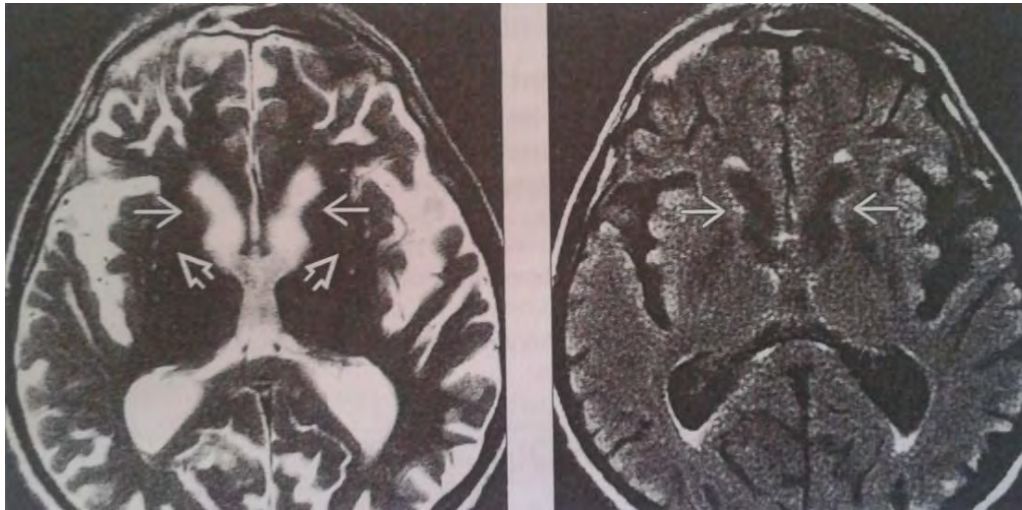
IZQ. Resonancia Magnética que muestra atrofia bilateral del núcleo caudado y del putamen y la atrofia cerebral generalizada. DER. Se muestra incremento en las señales neuronales y atrofia.²³
